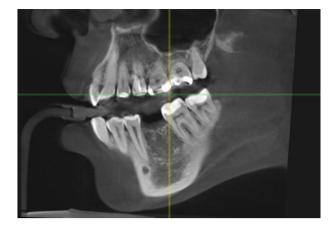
Пациентка Г., 25 лет. Ортопантомограмма и компьютерная томограмма верхней челюсти справа.
